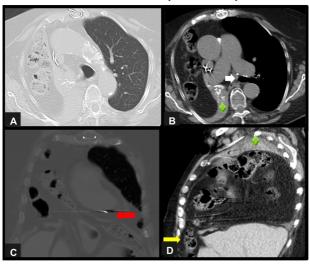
Tomografía Computarizada. A: corte axial donde se observa la ocupación con asas intestinales en el hemitórax derecho. B: también se identifica el desplazamiento de la carina hacia la izquierda (flecha blanca). C: corte coronal donde se muestra el defecto diafragmático a nivel medial en la región retroesternal (flecha roja), permitiendo el ascenso de las asas. D: corte sagital donde se evidencia el defecto anterior del diafragma (flecha amarilla) generando atelectasia por compresión del parénquima pulmonar (rombo).
